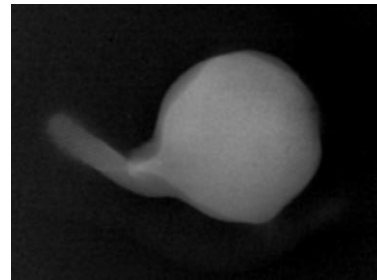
Radiografia digital do bulbo ocular. Não havia objetos metálicos ou próteses no material examinado.
